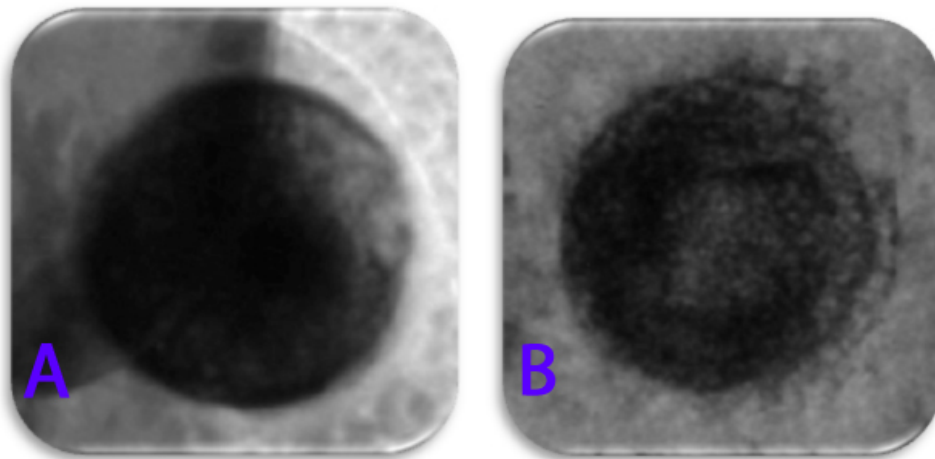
A-B: –Radiografias do Grupo III. Período de 3 semanas (A) e 6 semanas (B).
